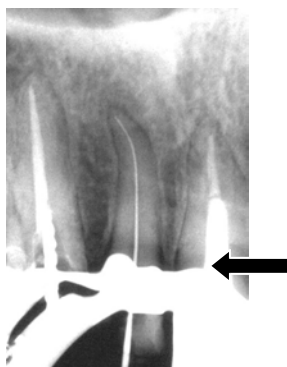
Exemplo de radiografia selecionada para o estudo, com mordentes o mais paralelo possível, conforme a seta indicativa.
